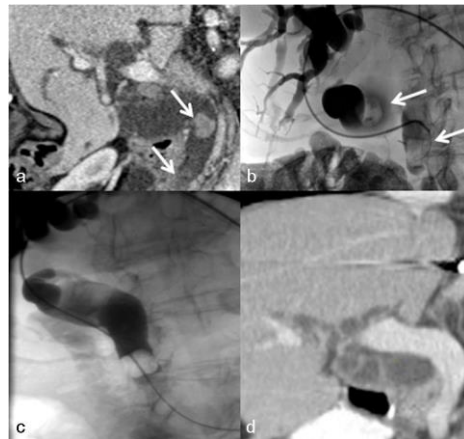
Una mujer de 91 años con anatomía de Roux-en-Y y coledocolitiasis complicada por colangitis aguda. (a) La tomografía computarizada con contraste oral e intravenoso muestra cálculos en el conducto biliar extrahepático (flechas), incluido el cálculo distal sutil, con marcada dilatación ductal biliar. (b) Colocación percutánea de catéter curvo en el conducto biliar extrahepático con colangiografía
